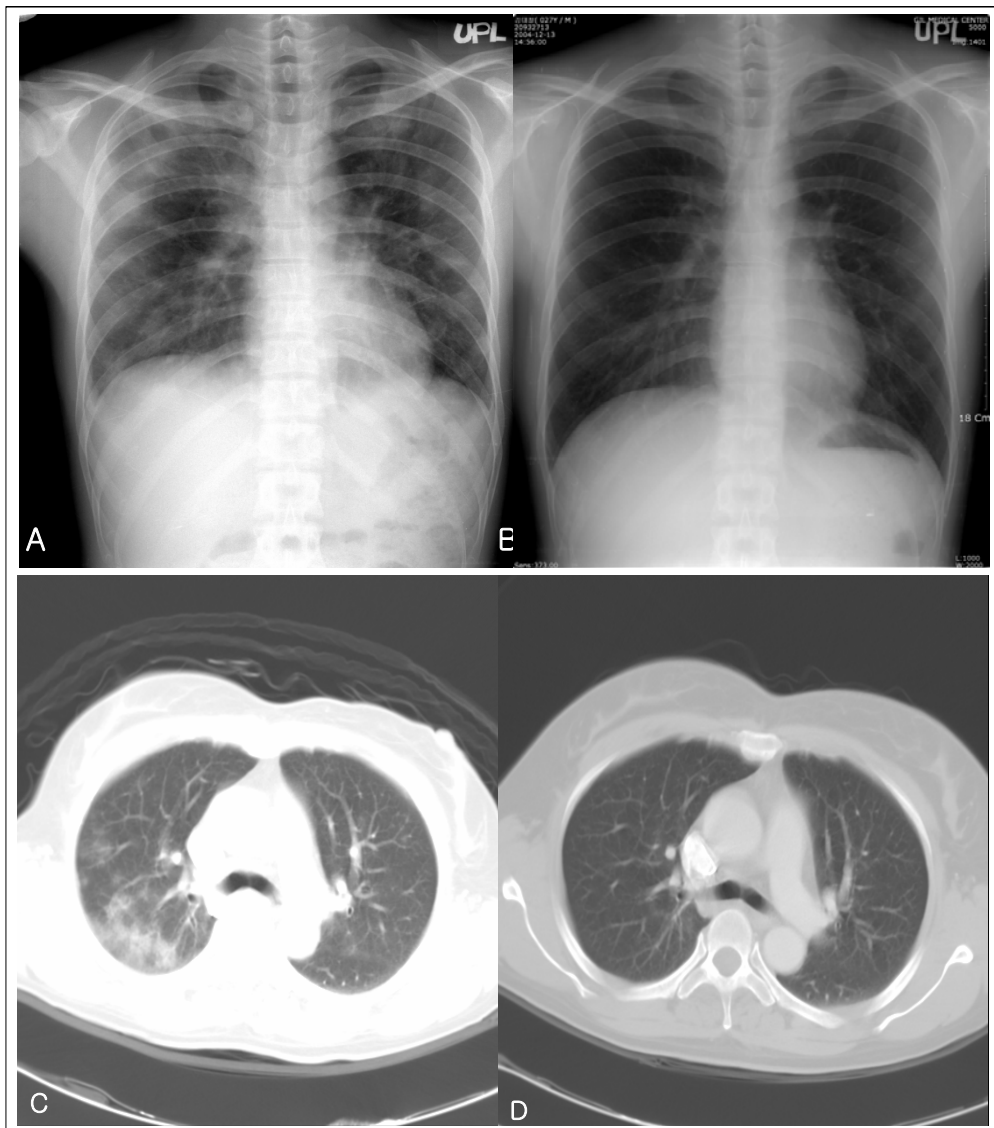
(A) Chest X-ray from 27 year - old male patient with toxocariasis showing numerous, poorly defined multiple patchy increased densities area scattered in both upper and lower lobe. 1(B) After 1months later, Chest X-ray reveals nealy disappered numerous, poorly defined multiple patchy increased densities area scattered in both upper and lower lobe (C) Chest computed tomography scan from 47 year-old female patient with toxocariasis showing multifocal patch or ill defined nodular ground glass opacity in right lung and left upper lobe. (D)After 5months later, Chest computed tomography scan reveals nearly disappered multifocal patch or ill defined nodular ground glass opacity in right lung and left upper lobe.
